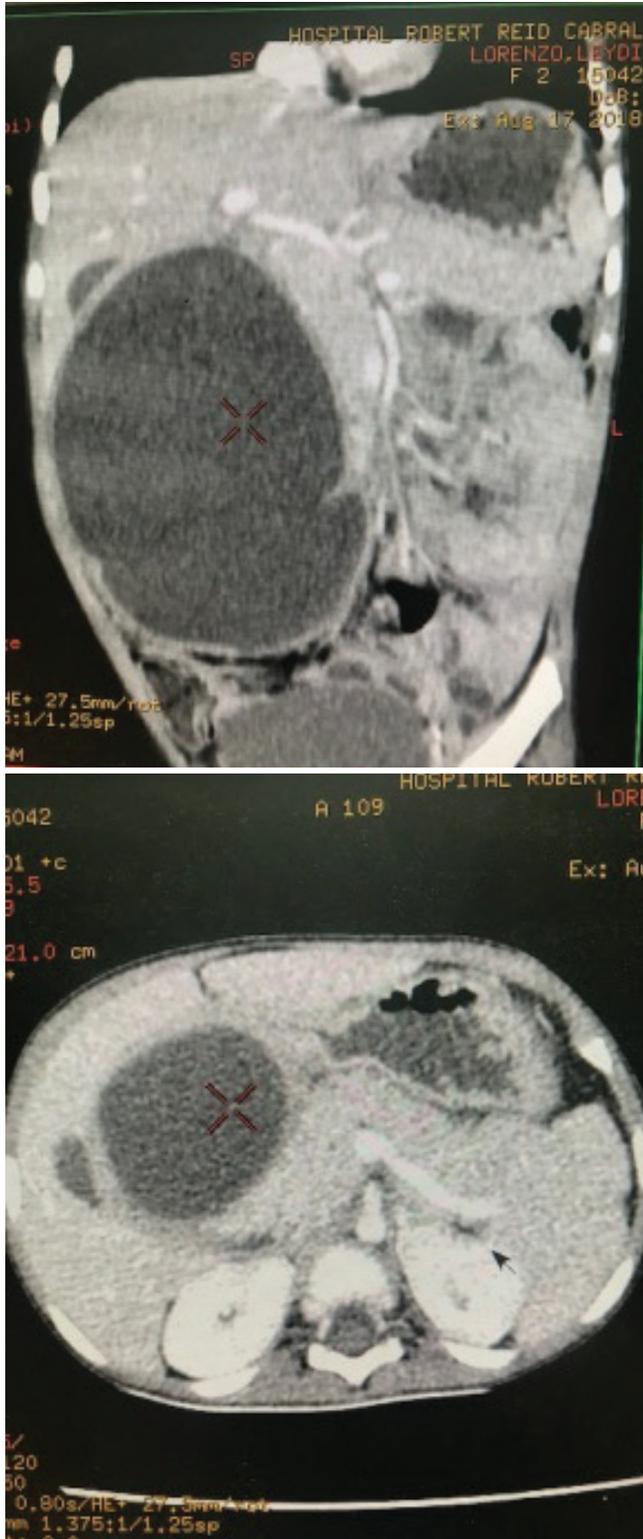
Tomografía Axial Computarizada de abdomen donde se evidencia imagen hipodensa de bordes regulares y aspecto quístico en hemiabdomen derecho.
